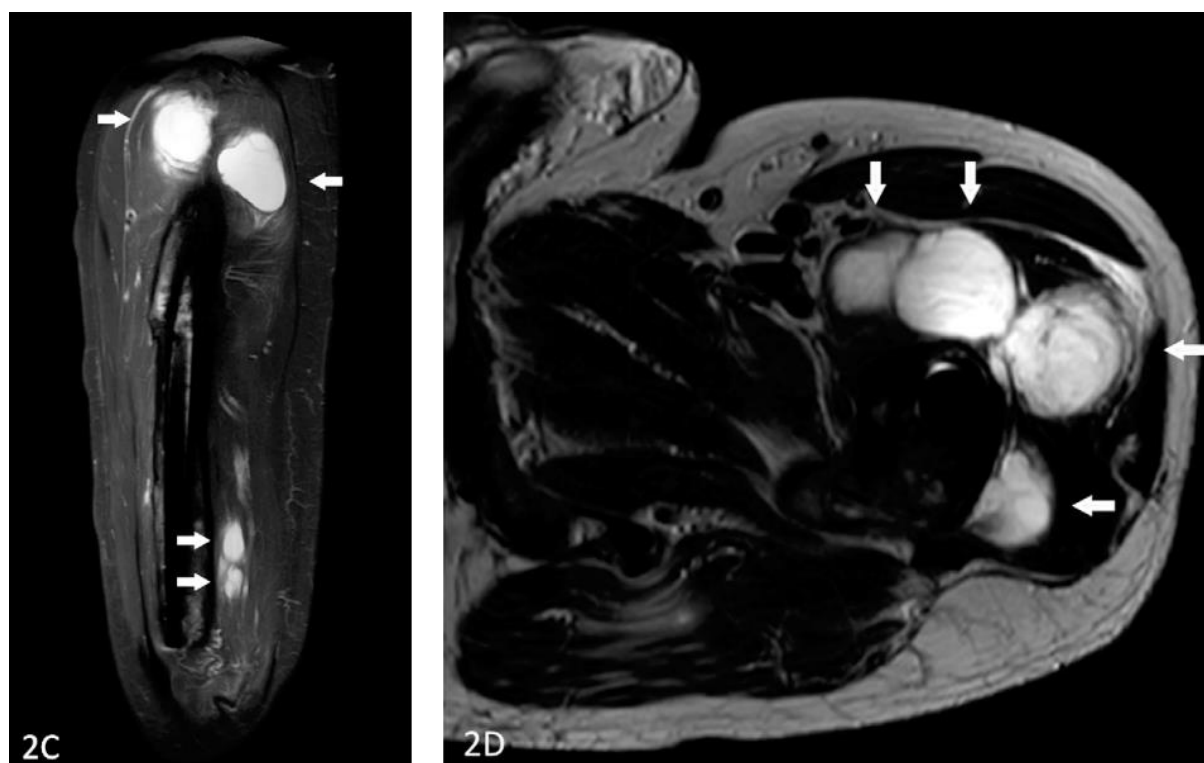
COUPE IRM CORONALE ET TRANSVERSALE EN SEQUENCE STIR. VISUALISATION DE MYXOMES AU SEIN DU VASTE LATÉRAL.
